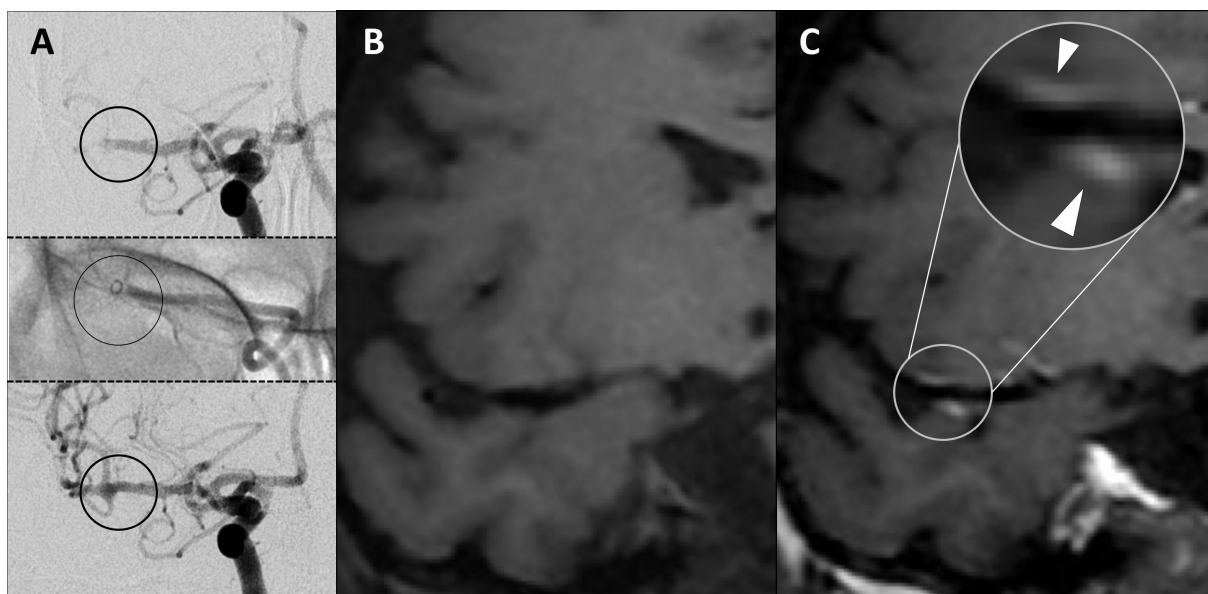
Prise de Contraste pariétale Vasculaire : A. DSA montrant une occlusion de la jonction M1/M2 droite (image du haut), le matériel de thrombectomie en place (image du milieu) et la bonne revascularisation (image du bas), B. contrôle à 24h : IRM 3D T1 spin écho non injectée centrée sur le vaisseau traité, C. IRM 3DT1 spin écho après injection de produit de contraste gadoliné montrant une prise de contraste pariétale vasculaire sur le vaisseau traité.*
